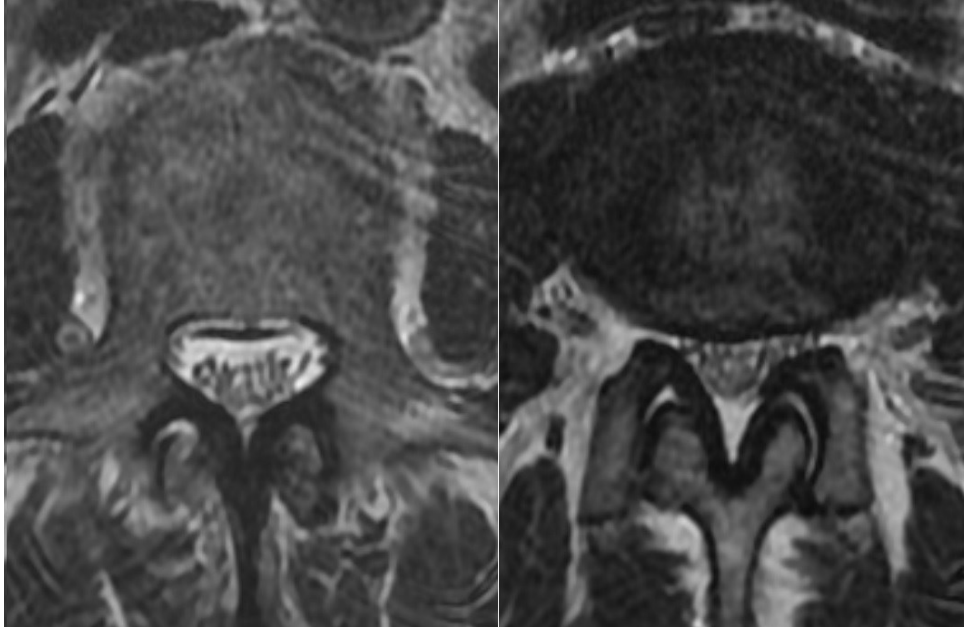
Vergleich freier Spinalkanal (links) zu stenosierte Kanal (rechts), MRT-Transversalschichtung mit T2-Wichtung
